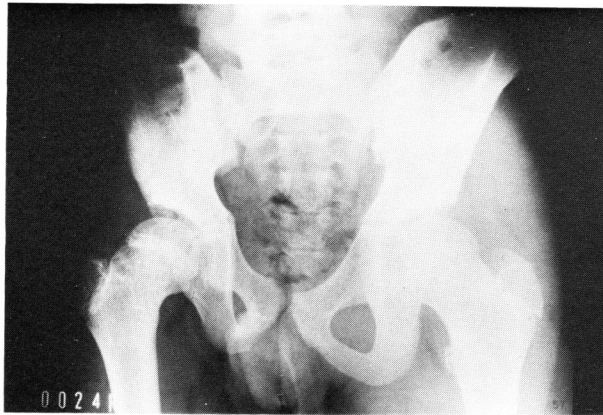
症例2の13歳の時のX線像、右の骨盤、大腿骨发育障害をみる
